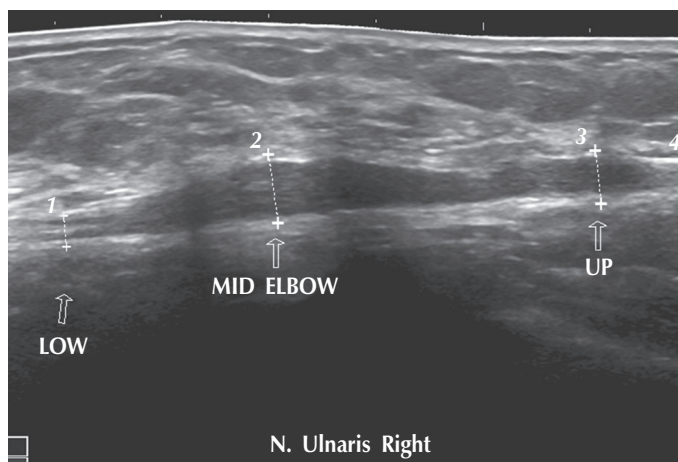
УЗИ. Гипертрофия локтевого нерва на уровне кубитального канала
